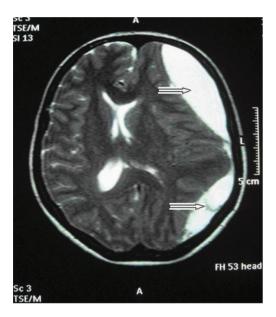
Ressonância Magnética do Crânio 42 dias Pós-anestesia Subaracnóidea mostrando a Imagem do Hematoma Subdural Crônico à Esquerda, com Desvio das Estruturas da linha Média Intracraniana para Direita.
